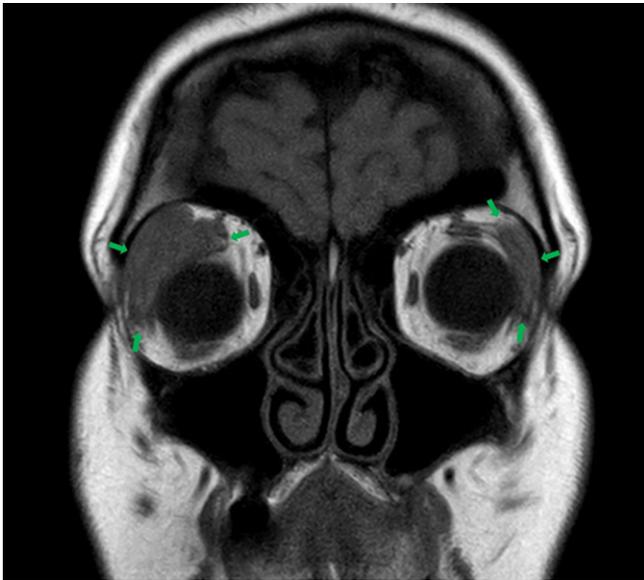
▲ Magnetresonanztomographie (koronare Schnittebene) mit Darstellung der vergrößerten Glandulae lacrimales beidseitig (grüne Pfeile)
